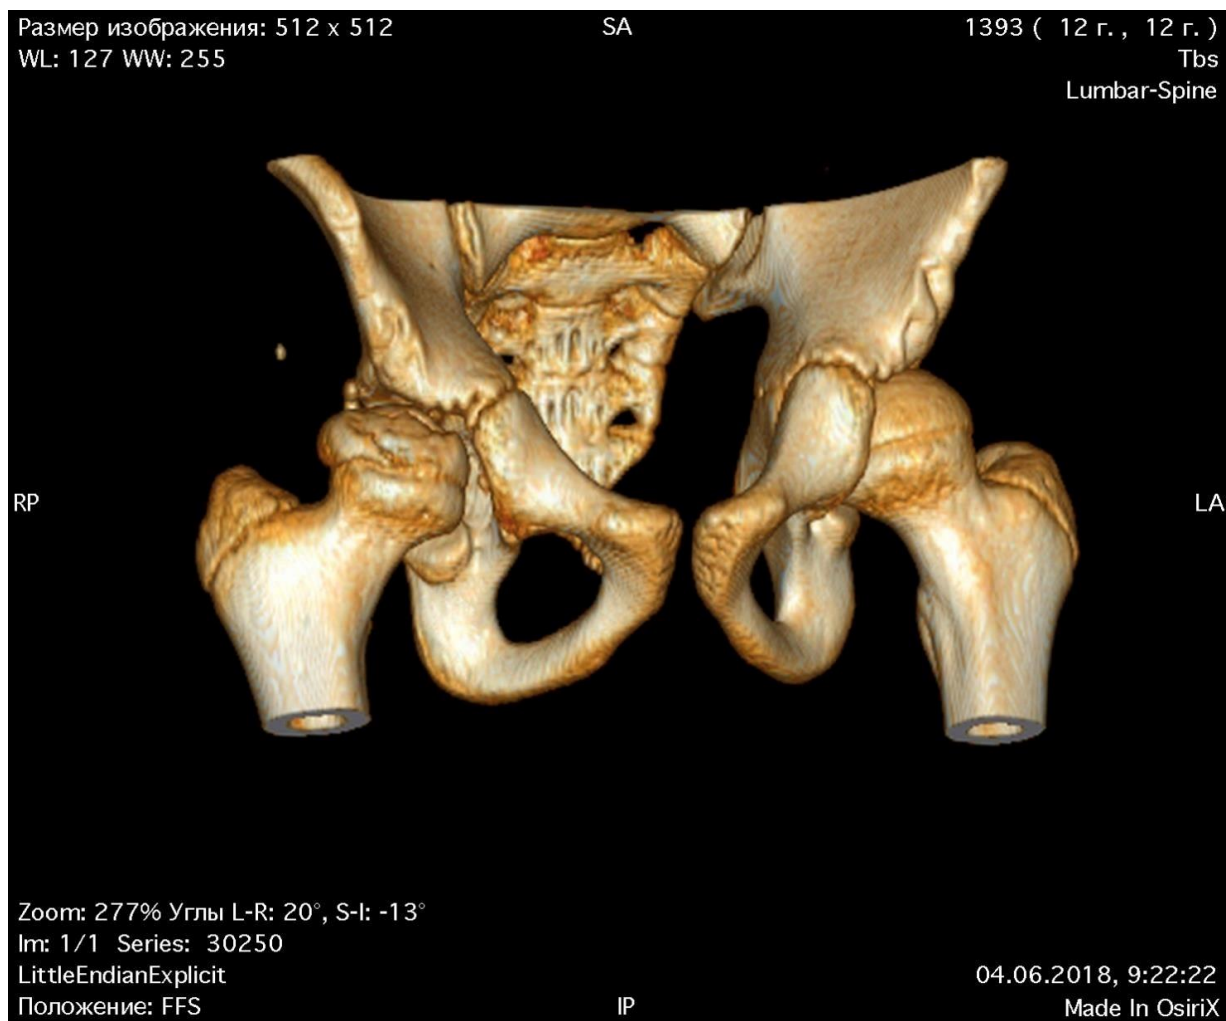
3D -КТ реконструкция тазобедренных суставов у спортсмена 12 лет с болезнью Легга–Кальве–Пертеса справа, II стадия
